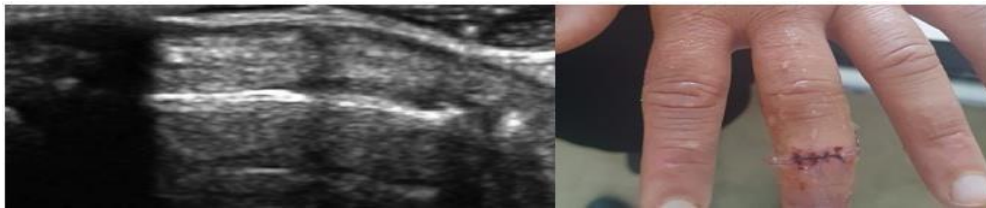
Sağ el ekstansör yüzde kesi total tendon kesisi longitudinal kesitte proksimal ve distal tendon uçlarının USG görüntüsü (Olgu-1)
